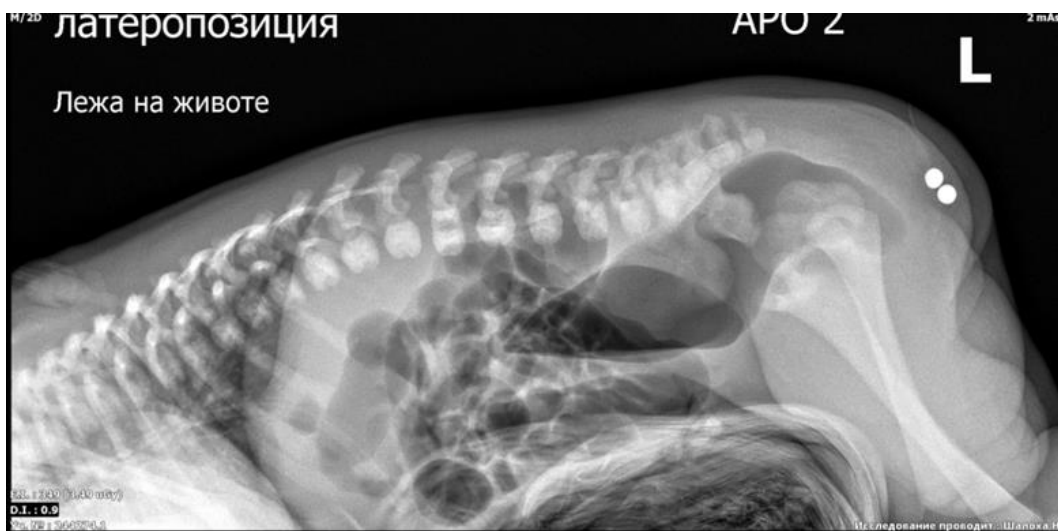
Рентгенография новорожденного ребенка в prone – position
